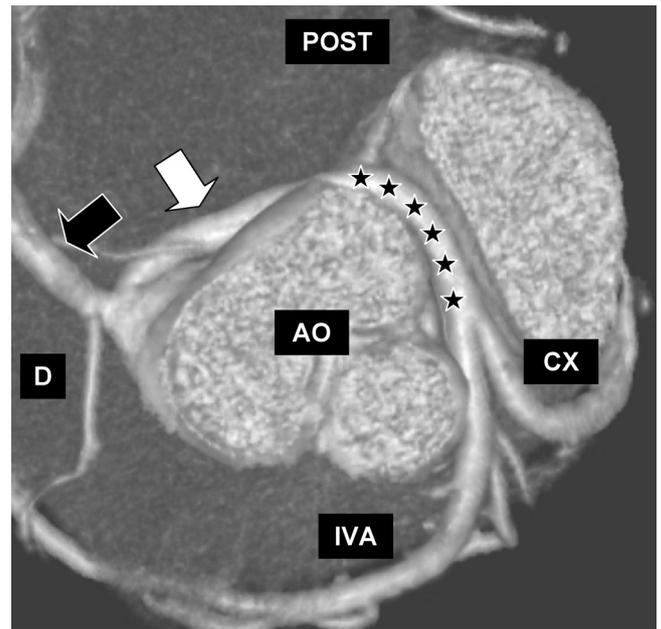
Image tomographique d'une artère coronaire gauche (flèche blanche) connectée à l'artère coronaire droite (flèche noire) avec un trajet ectopique rétro-aortique et juxtamural (étoiles). AO : aorte ; CX : artère circonflexe ; D : droite ; IVA : artère interventriculaire antérieure ; POST : postérieur.
